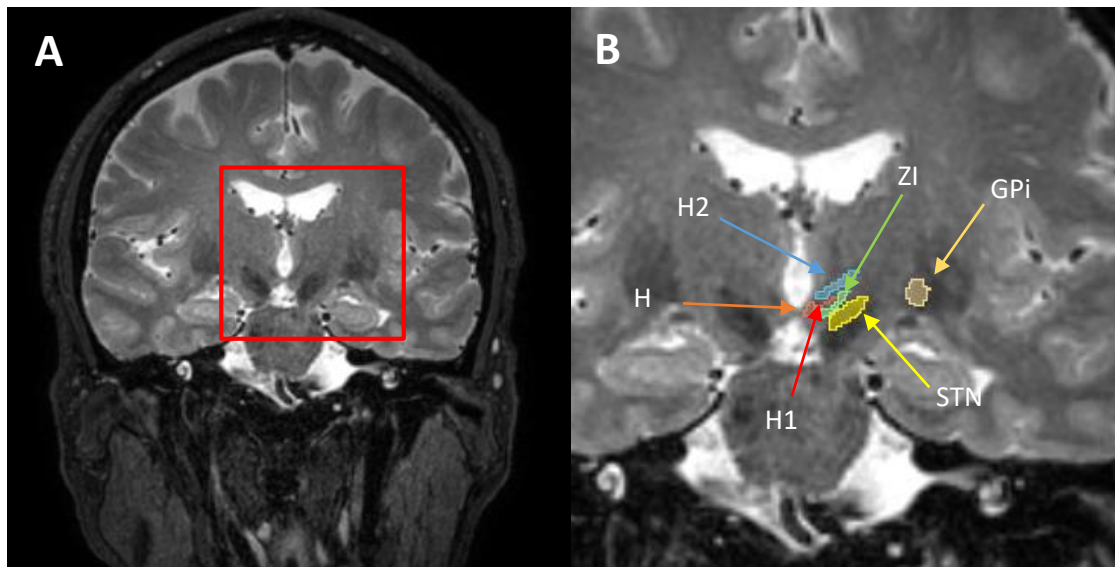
(A) RM- T2 utilizada mostrando la localización de interés y segmentación de las estructuras (B) en plano coronal visión anterior. H, H1, H2: Campos de Forel; ZI: Zona incierta; STN: Núcleo subtalámico; GPi: Glóbulo pálido interno.
